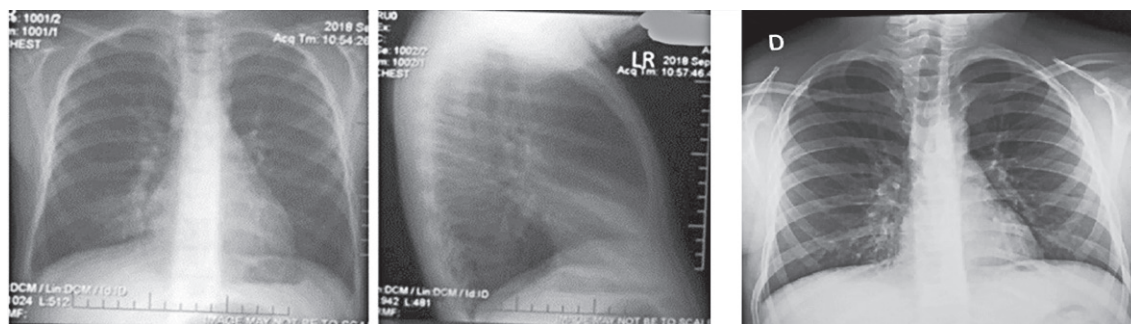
Radiografia cutiei toracice în dinamică, stânga – 2018, dreapta – 2021
